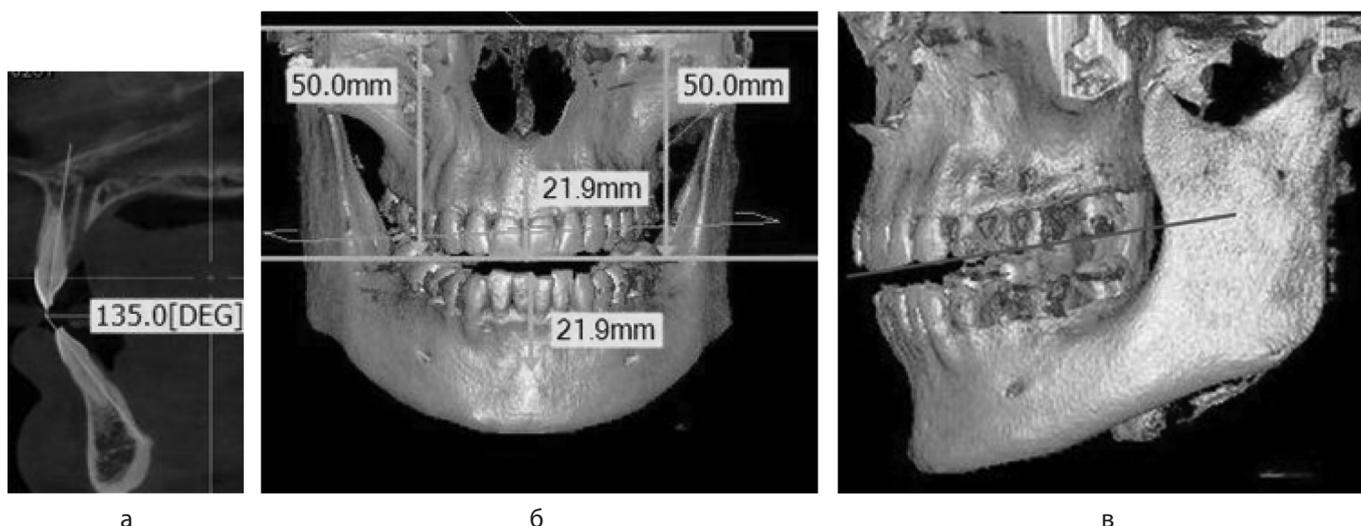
Особенности расположения передних зубов (а), окклюзионной трансверсальной (б) и окклюзионной сагиттальной (в) плоскости у пациентов с мезотрузионным типом зубных дуг
